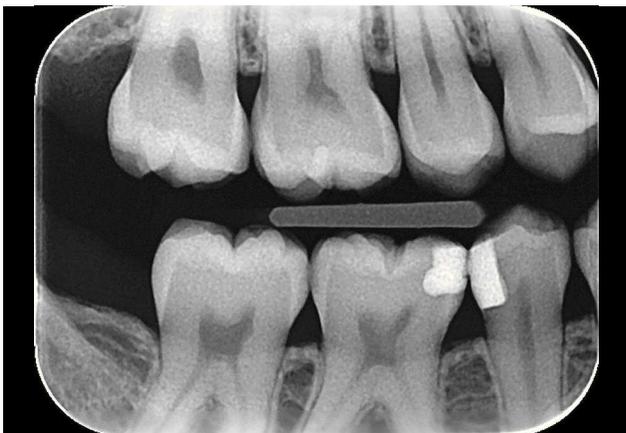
Radiografía de aleta de mordida del primer y del cuarto cuadrantes en la que se observa una lesión de caries en la cara mesial del diente 16.
